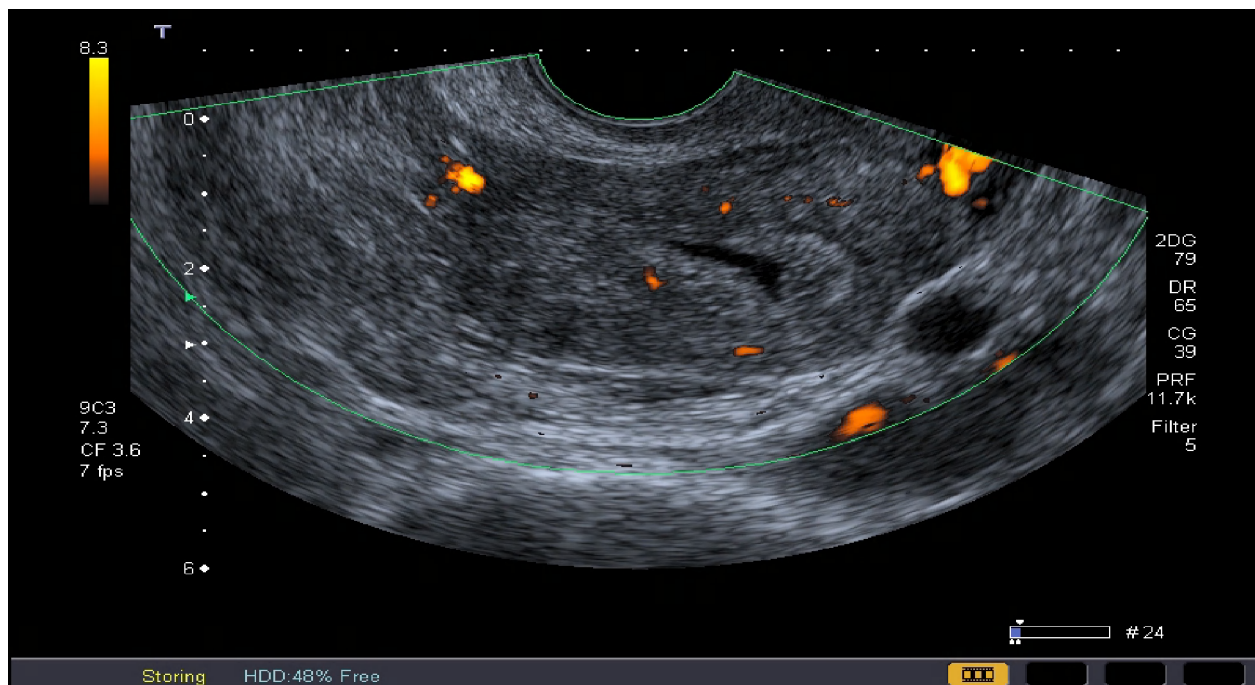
УЗ-томограмма матки. Определяется диффузное утолщение эндометрия
